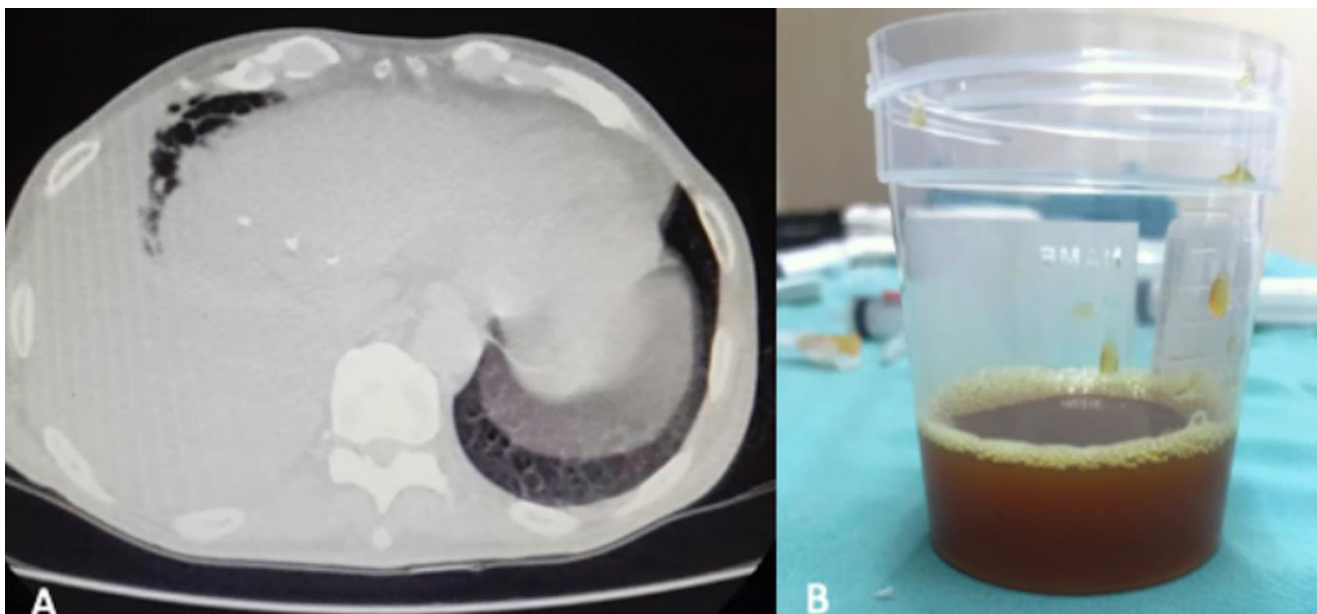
A. Tomografía computarizada que muestra derrame pleural extenso y engrosamiento pleural, asociado con la colección subfrenica. B. Líquido obtenido en la punción pleural, con aspecto bilioso.
